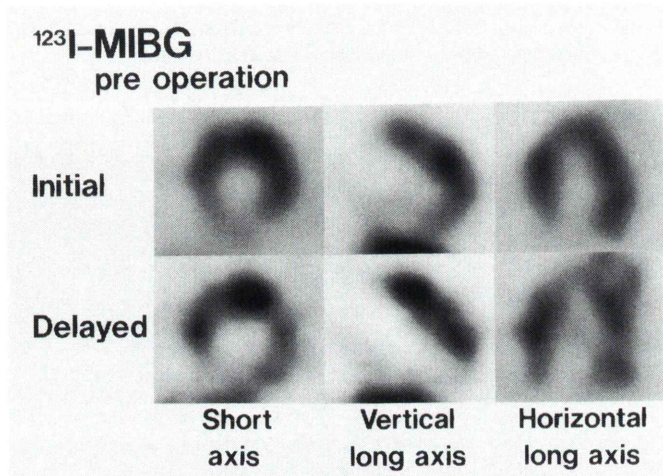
^{123}I -MIBG myocardial SPECT images before resection of the tumor. Decreased tracer uptake was observed in infero-posterior region on the initial images. And the area of decreased tracer uptake extended on the delayed images.
